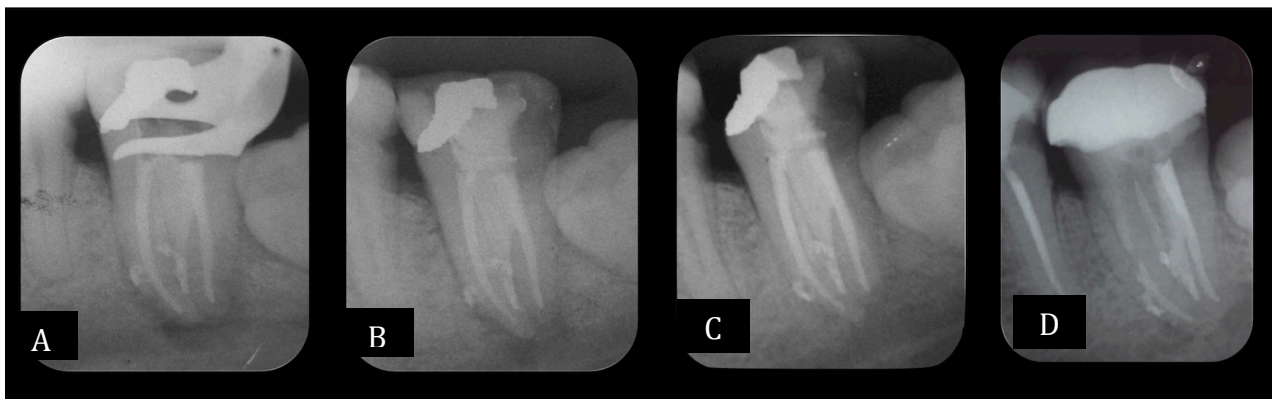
(A) imagem da radiografia comprobatória; (B) radiografia final e selamento coronário imediato; (C e D) Radiografias de controle.
